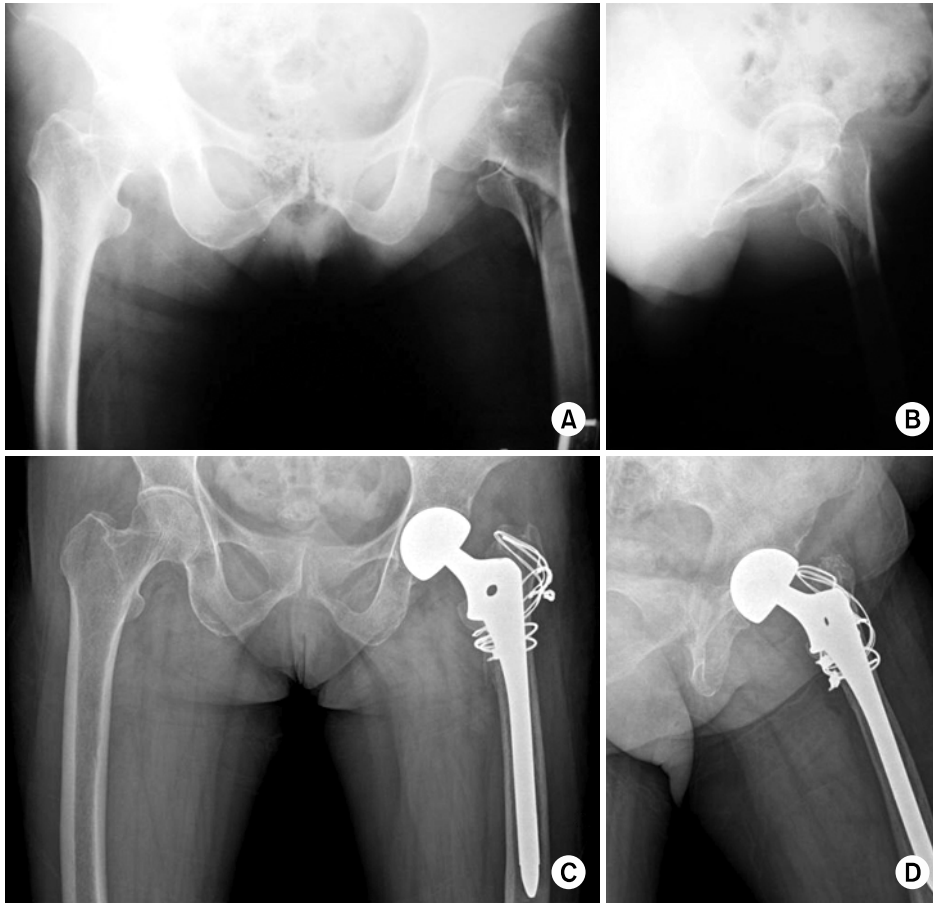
(A, B) Preoperative both hip anteroposterior and right hip lateral radiography of 78 year-old female patient shows Evans unstable femur intertrochanteric fracture.
